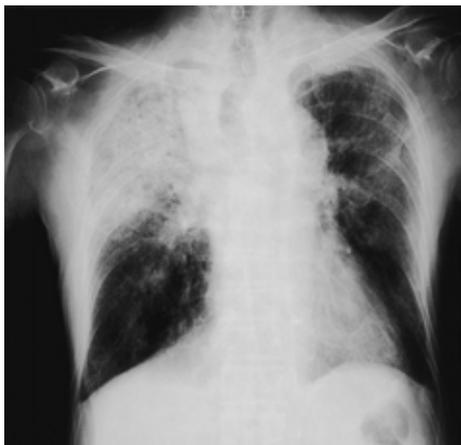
Chest radiograph in case 2 showing consolidation in the right upper and middle lung fields, and ground-glass opacity in the left upper and middle lung fields.
